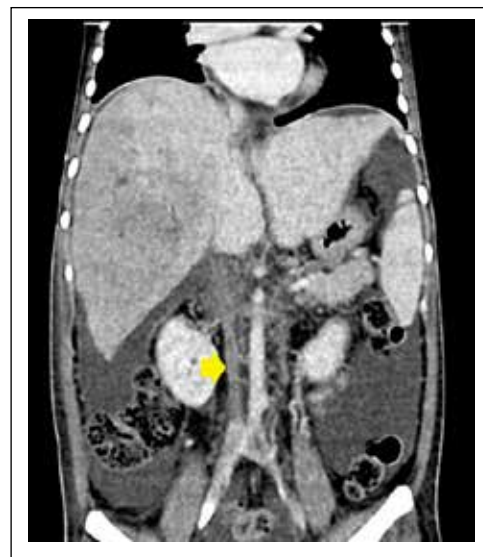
Tomografía abdominal fase venosa. Se evidencia extensa trombosis de vena cava inferior con trombosis de venas suprahepáticas derecha y media.
